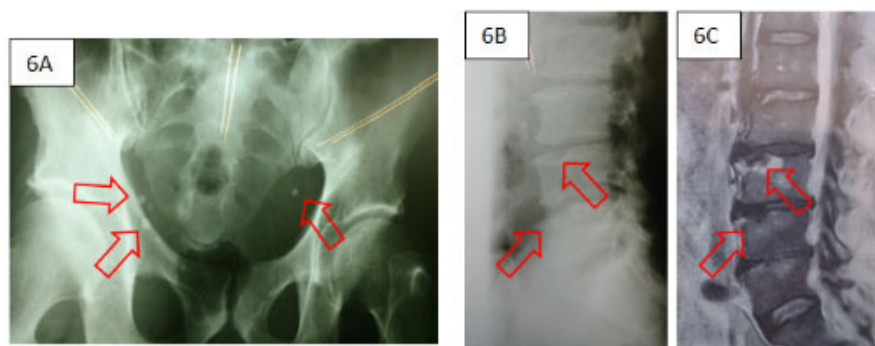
A) Radiografia da pelve. As setas vermelhas indicam flebotômites. B) Radiografia de coluna lombar em perfil mostrando lesões ósseas. C) RM de coluna lombar em corte sagital. As setas vermelhas indicam depressões ósseas nos corpos vertebrais.
